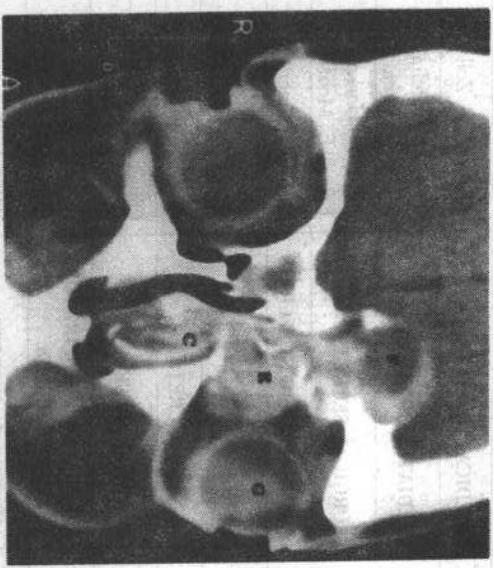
变态反应性真菌性鼻窦炎。冠状CT扫描。左前组筛窦(鼻堤)明显向左膨胀进入眼眶,眼球向外移位。左额窦向上膨胀进入前颅窝,硬脑膜仍保持完整。鼻甲泡也受累。病变窦腔内高密度内容物是粘蛋白,其中左额窦内低密度区是被包绕局限的分泌物或息肉。(F)额窦;(E)筛窦;(G)眼球;(C)鼻甲泡
